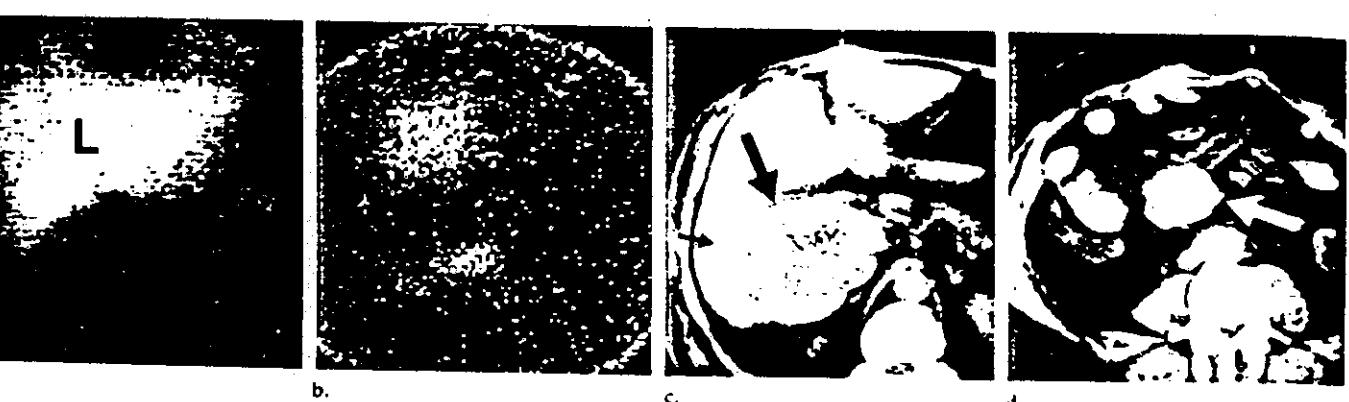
MIBG scintiscans and CT scans in patient with ileocecal carcinoid tumor and liver metastasis. (a, b) MIBG scans of the abdomen in anterior view, 1.5 (a) and 186 (b) hours after injection, disclose physiologic and decreasing MIBG uptake in the liver. (c) Intense and persistent MIBG concentration is seen in the abdominal tumor and the liver metastasis (b). (c) Corresponding CT scan without contrast medium at the level of the liver metastasis (arrows), which has central necrotic area and ill-defined borders. (d) CT scan without contrast medium at the level of the abdominal tumor shows a well-defined soft-tissue mass anterior to the vertebral column (large arrow) with a small calcification in a radiating pattern of linear densities in the adjacent mesenteric fat (small arrows).
